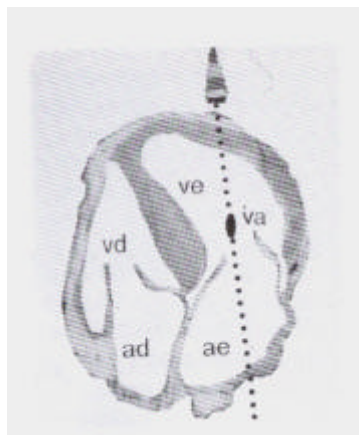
Doppler Pulsado( Morcerf FAP. Ecocardiografia. 2 ed. Revinter,1996. p. 26)
